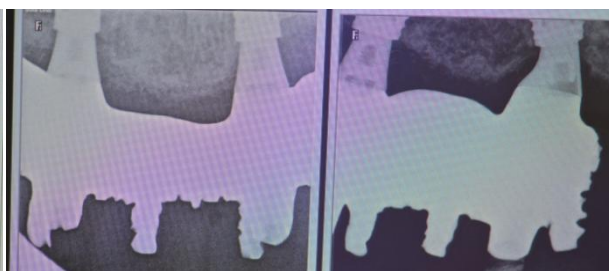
Radiographie de contrôle secteur 2
